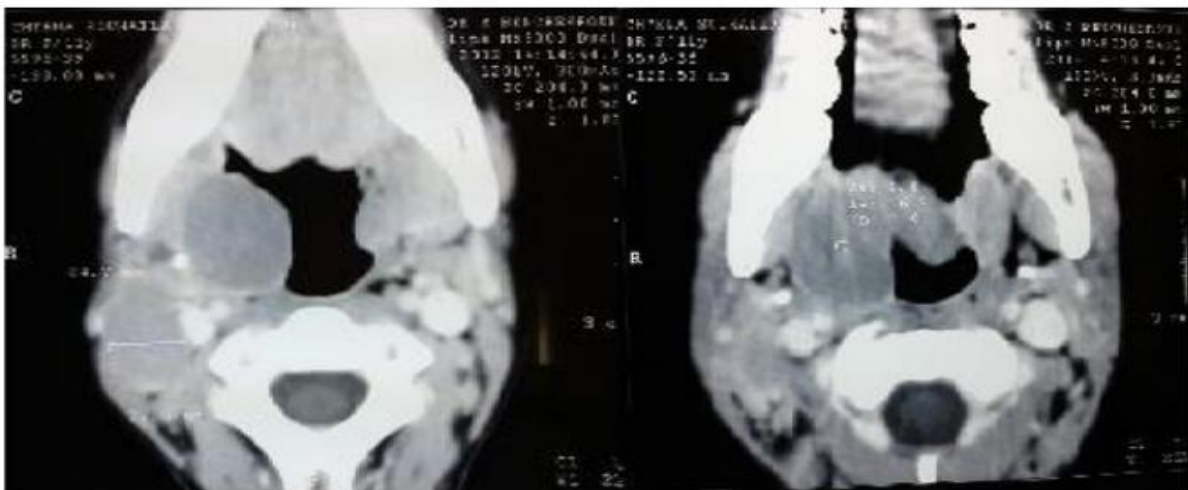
TDM montrant une masse de la paroi oropharyngée chez une patiente ayant un LB [1].
